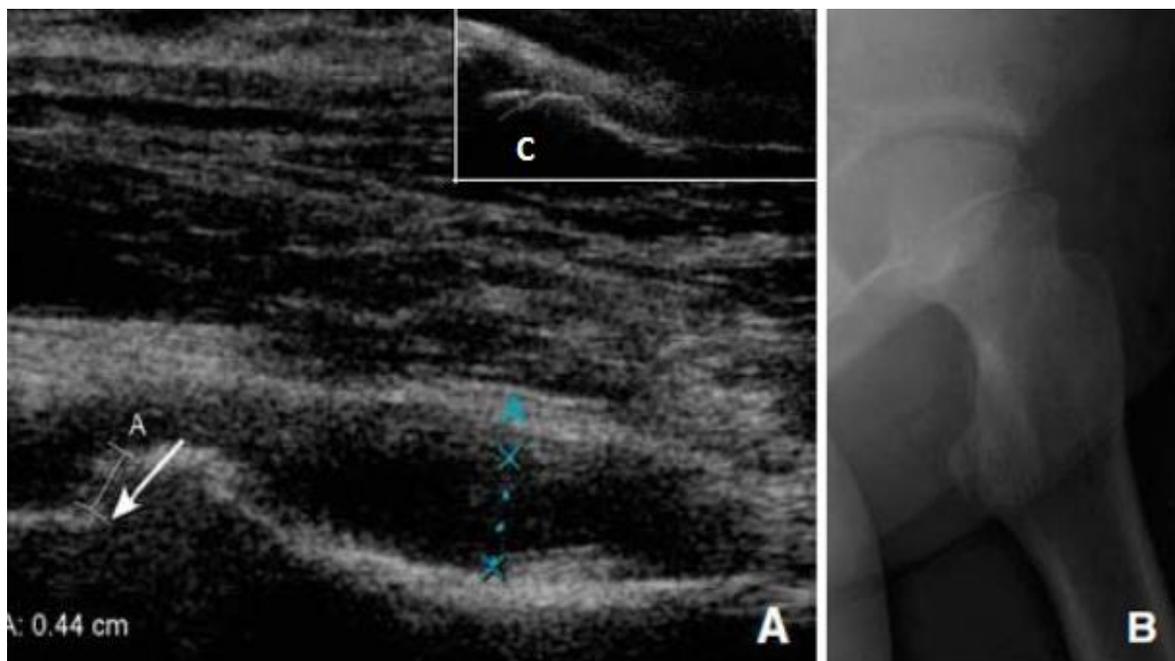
L'échographie (A) montre un épanchement intra-articulaire (points bleus) et un glissement de la tête fémorale (flèche). Cliché de profil (B) un déplacement postérieure avec un angle de glissement à 36° . L'échographie (C) du côté controlatéral avec la tête fémorale en place. [1]
